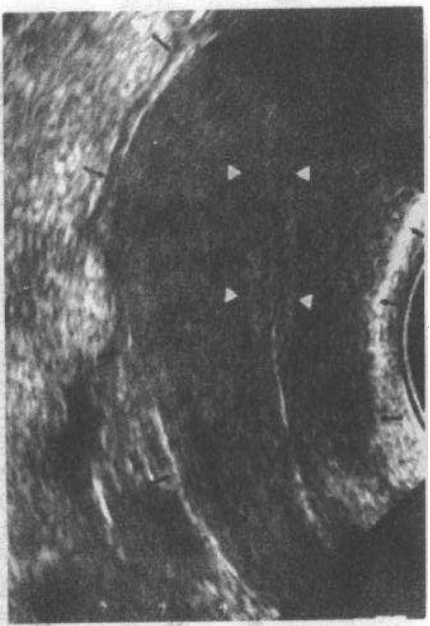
经阴道超声纵切扫描显示子宫(箭)内呈均匀一致线样强回声的子宫内膜(箭头)
